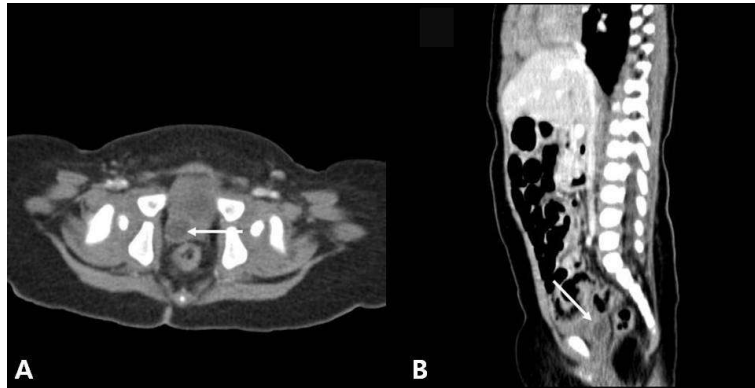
The Abdomino-pelvis CT shows an 1.2 centimeter sized cystic mass on the retrovesical supraprostatic area which was diagnosed to be a seminal vesicle cyst (arrow).
